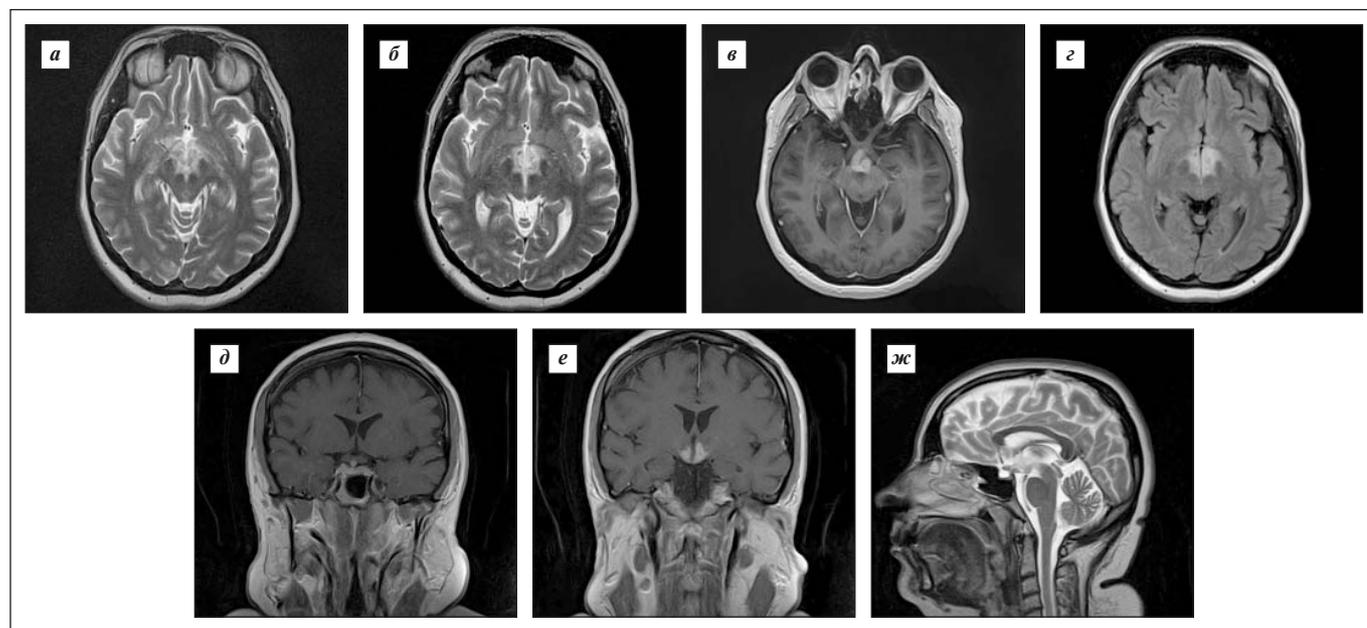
Магнитно-резонансные томограммы головного мозга: T2-ИП, T2 Flair-ИП (а, б); аксиальная плоскость, T1-ИП с контрастным усилением (в, д); корональная плоскость (е, ф); T2-ВИ, сагиттальная плоскость (ж).
